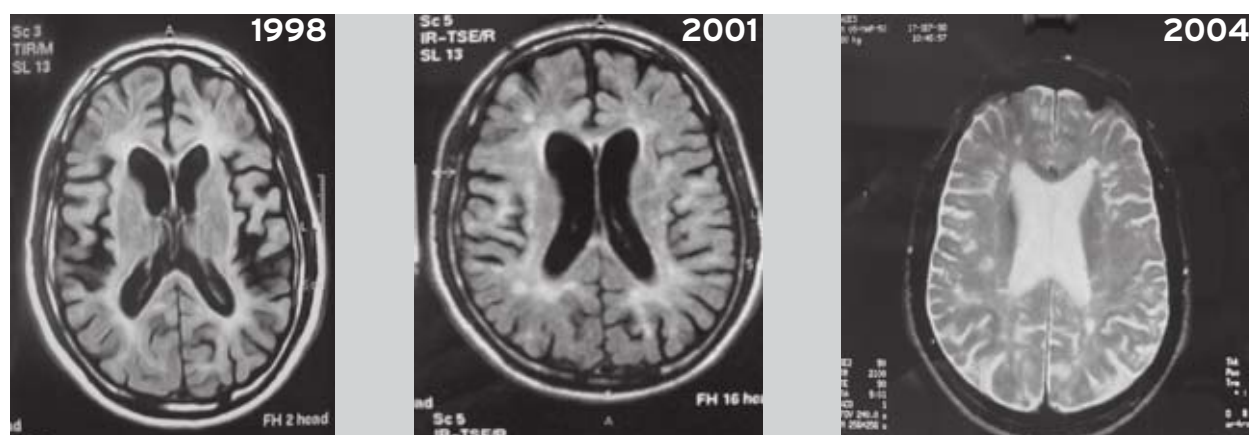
Estudo de imagem por Ressonância Magnética Cerebral, evolução em 6 anos.
